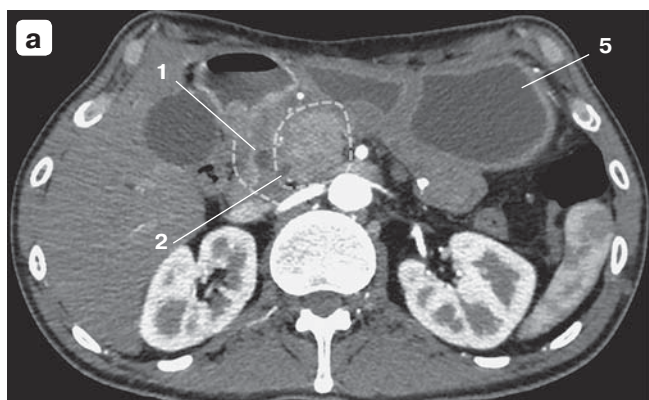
Компьютерные томограммы брюшной полости, артериальная фаза: 1 — киста в стенке ДПК; 2 — общий желчный проток; 3 — общий печеночный проток; 4 — хвост ПЖ с множественными конкрементами и кальцинатами; 5 — эктазированный желудок. Замкнутой пунктирной линией обозначена головка ПЖ. Пунктиром обозначен просвет ДПК.
